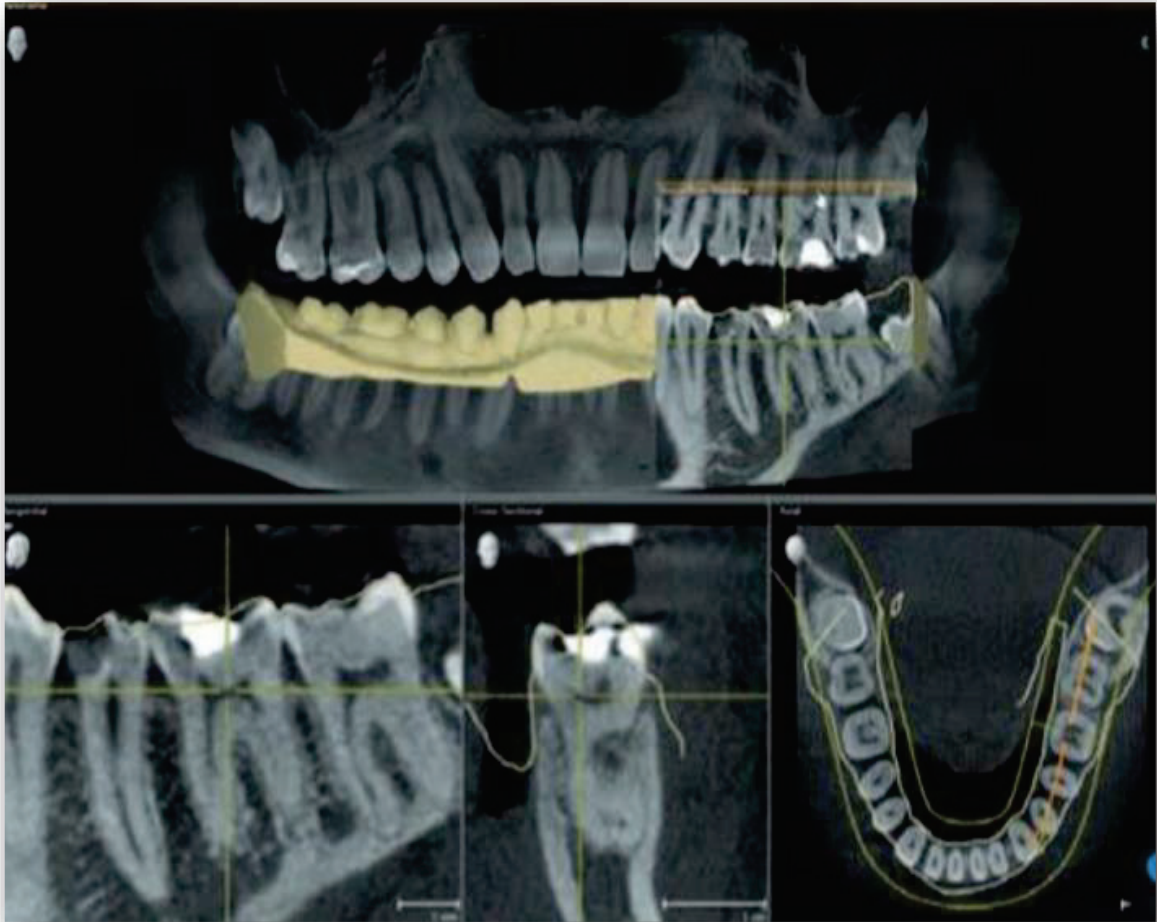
Afin de vérifier que l'adaptation entre les images issues du CBCT et celles issues de l'empreinte numérique corresponde parfaitement il est possible d'ajuster les couches de transparence. Sur ces images sont représentées avec des lignes jaunes les données issues des données de l'empreinte optique. (53)
